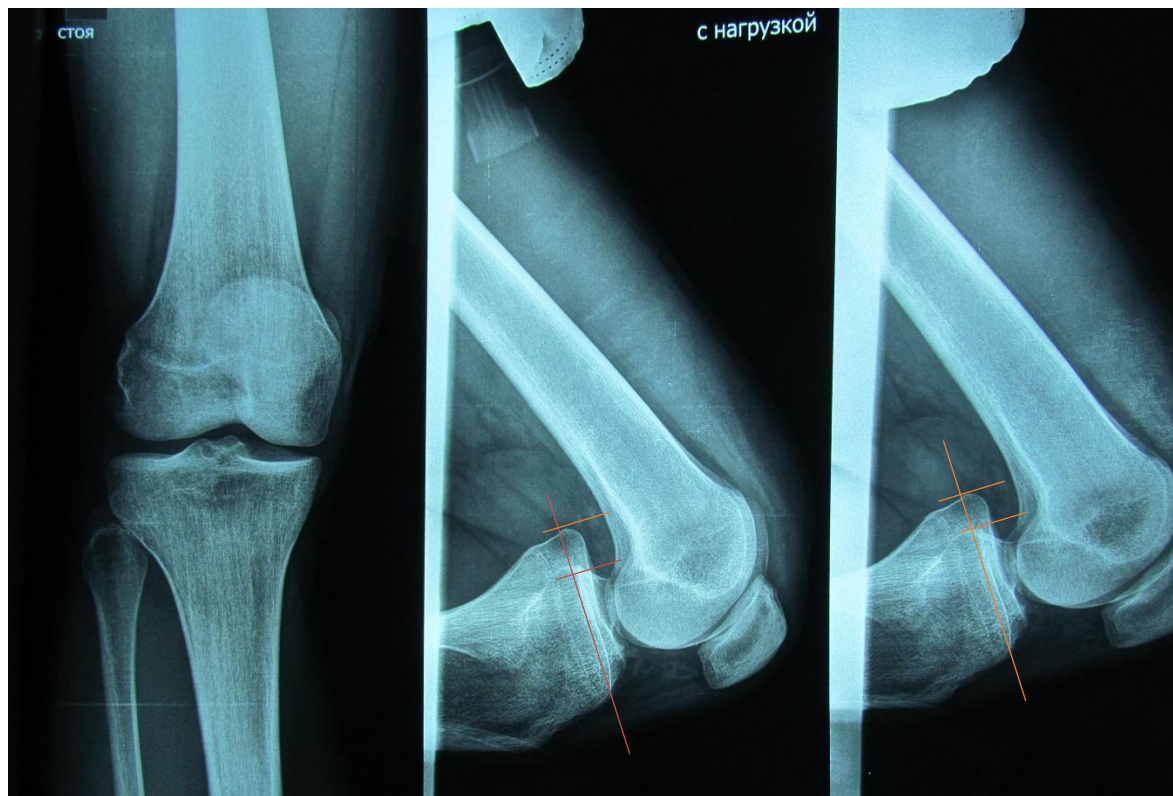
Рентгенограммы с нагрузкой до операции.
